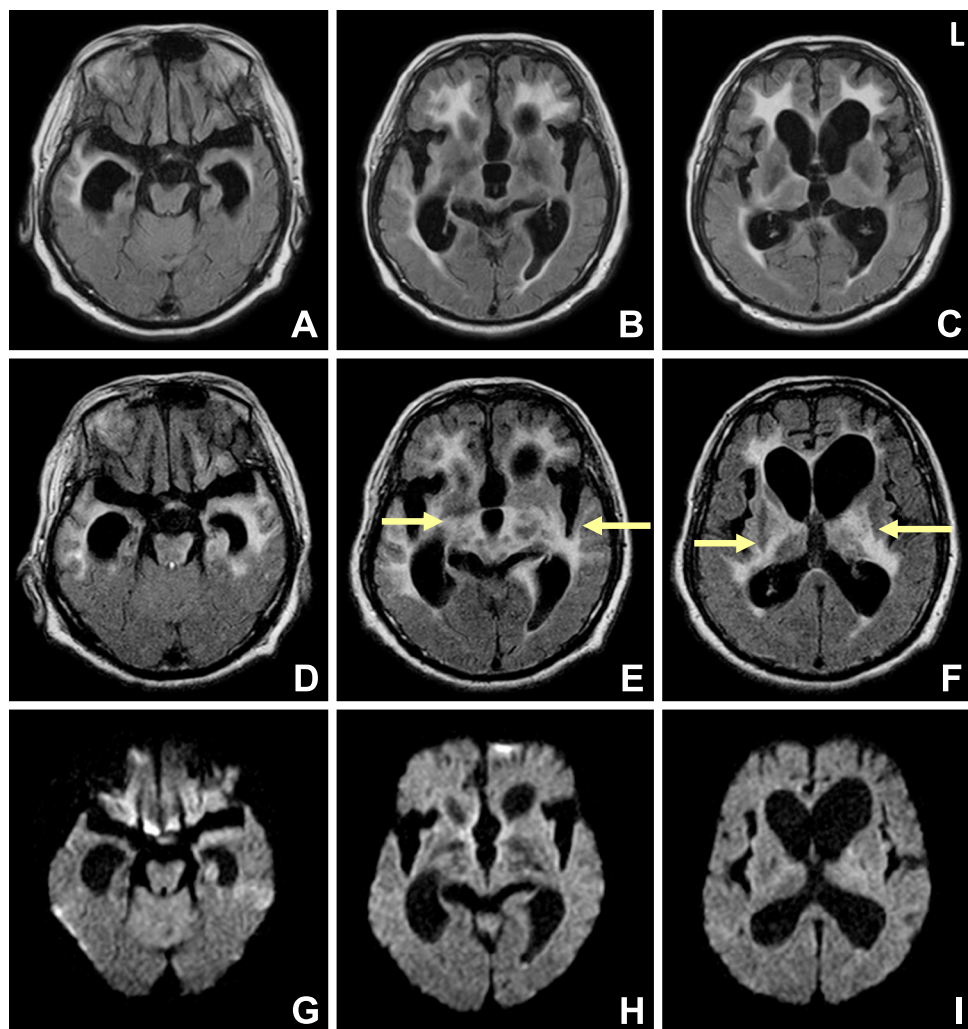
FLAIR (A to F) and DWI (G to I) MRI scan of the patient with neuro-Behçet disease. L indicates the left side of the brain.
